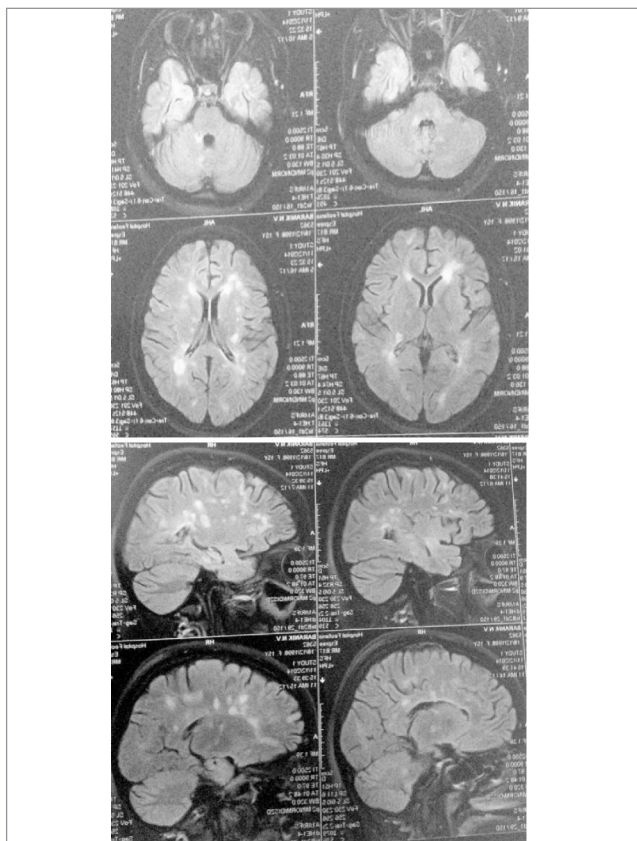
На серії МР-томограм у білій речовині мозку перивентрикулярно та в субкортикальних відділах визначаються множинні округлої форми гіперінтенсивні вогнища розміром 4–17 мм
